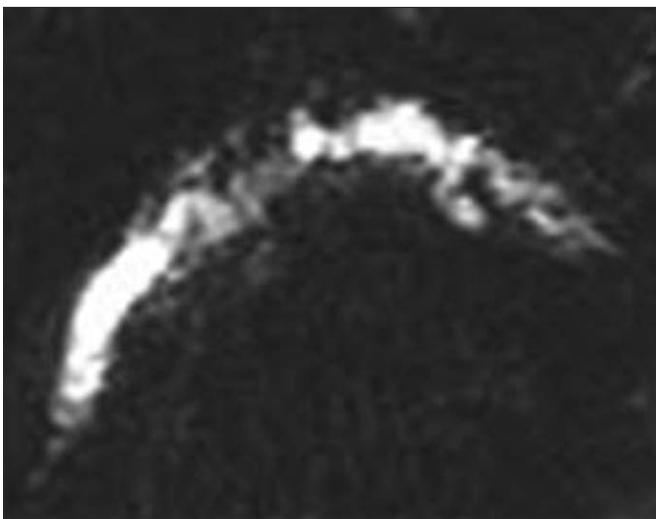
Diagnostic différentiel : pancréatite chronique. IRM en coupes épaisses pondérées T2. Dilatation irrégulière du canal de Wirsung. Les canaux secondaires sont dilatés mais non kystiques et de façon diffuse.
